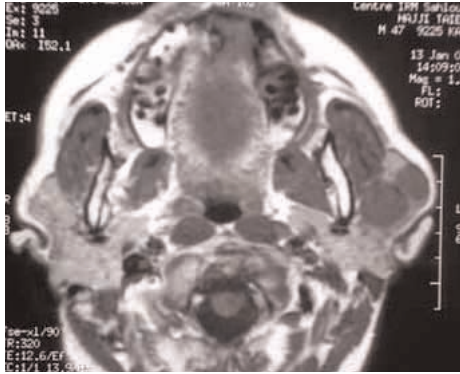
IRM en coupe axiale pondérée en T1. Deux formations parotidiennes gauches contiguës de 3 et 1,8 cm de grand axe en hyposignal
